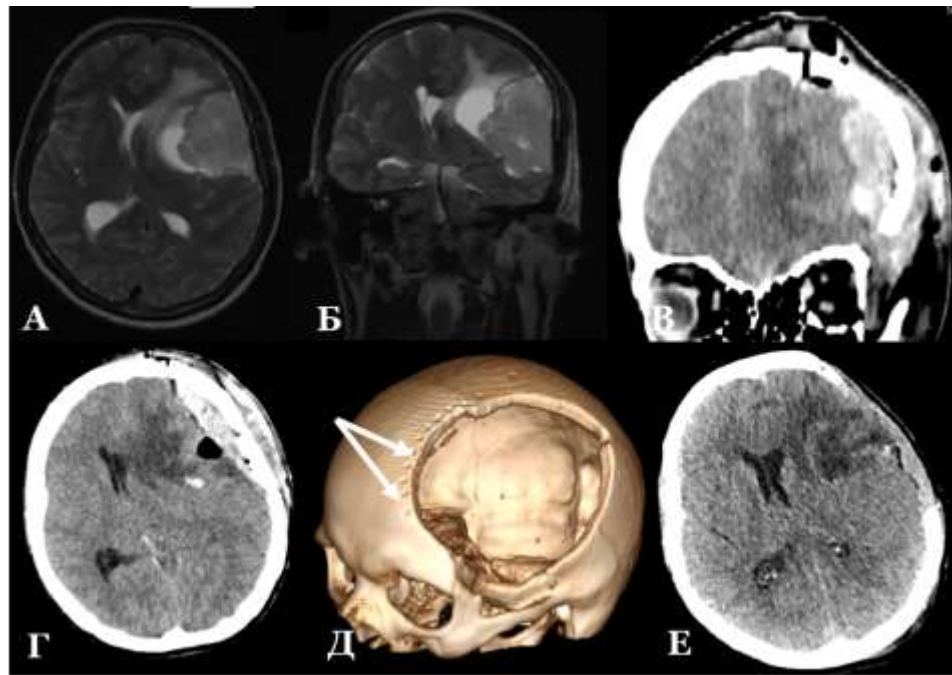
Типичный клинический пример значимого эпидурального ВЧК, возникшего после удаления менингиомы латеральных отделов крыла основной кости, жен., 57л. (П-рж Т.Н., и/б № 89861/2018). А, Б – предоперационное МРТ головного мозга, режим T2W-TRV, аксиальный и коронарный срезы. МР-картина кистозной оболочечной опухоли латеральных отделов крыла основной кости слева. В, Г – КТ головного мозга, 1-е сутки после операции, коронарный и аксиальный срезы. Эпидурально в проекции трепанационного окна визуализируется эпидуральная гематома. Д – 3D-реконструкция черепа после ревизионной операции. Стрелками указаны многочисленные отверстия по краю трепанационного, использованные в ходе первичной операции для пластики ТМО «под кость». С целью достижения локального декомпрессивного эффекта, с учетом параметров дислокации на фоне венозного инфаркта лобно-височной локализации было принято решение об удалении костного лоскута. Е – КТ головного мозга, 3-е сутки после ревизионной операции, аксиальный срез. Положительная динамика гематомы и дислокационного синдрома. Стабильная картина ВИ лобно-височной локализации без признаков геморрагической трансформации
